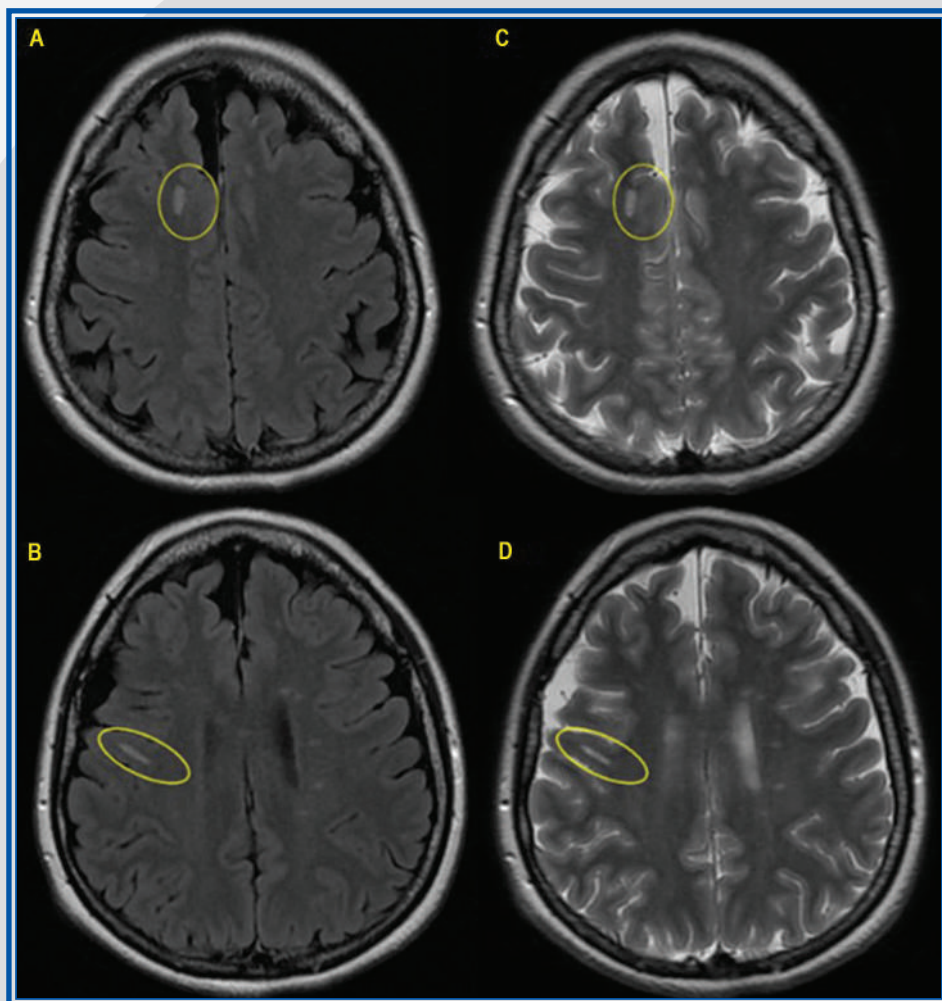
Capítulo 2. IRM de encéfalo en secuencias T2 FLAIR (A y B) y T2 (C y D) con lesiones desmielinizantes de localización yuxtacortical que siguen el trayecto de las fibras en “U” y contactan con la sustancia gris.
